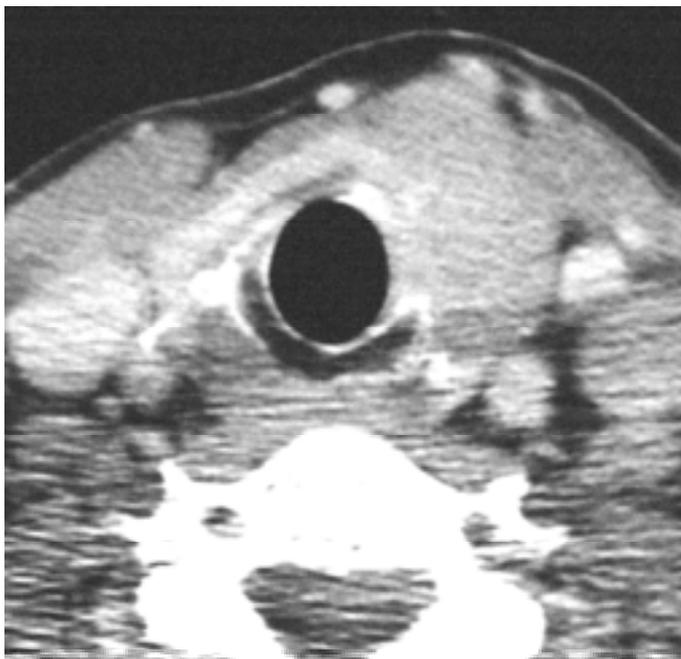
TC evidenziante un carcinoma papillare del lobo tiroideo sinistro infiltrante l'emiarco cricoideo omolaterale, con superamento del pericondrio esterno e cancellazione della componente cartilaginea (stadio II secondo Shin).
